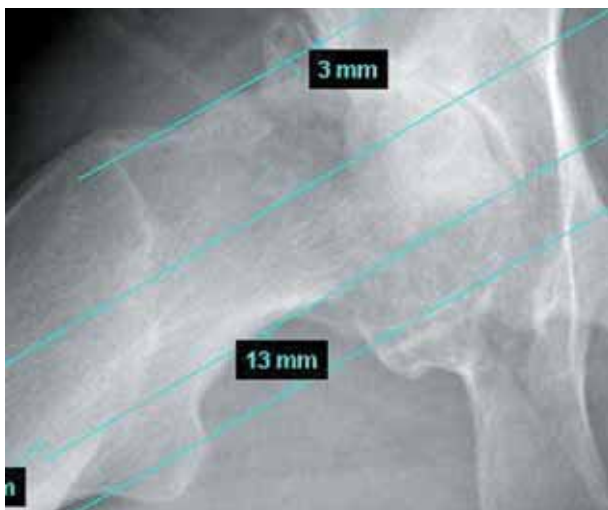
Offset anterior y posterior en radiografía axial.
